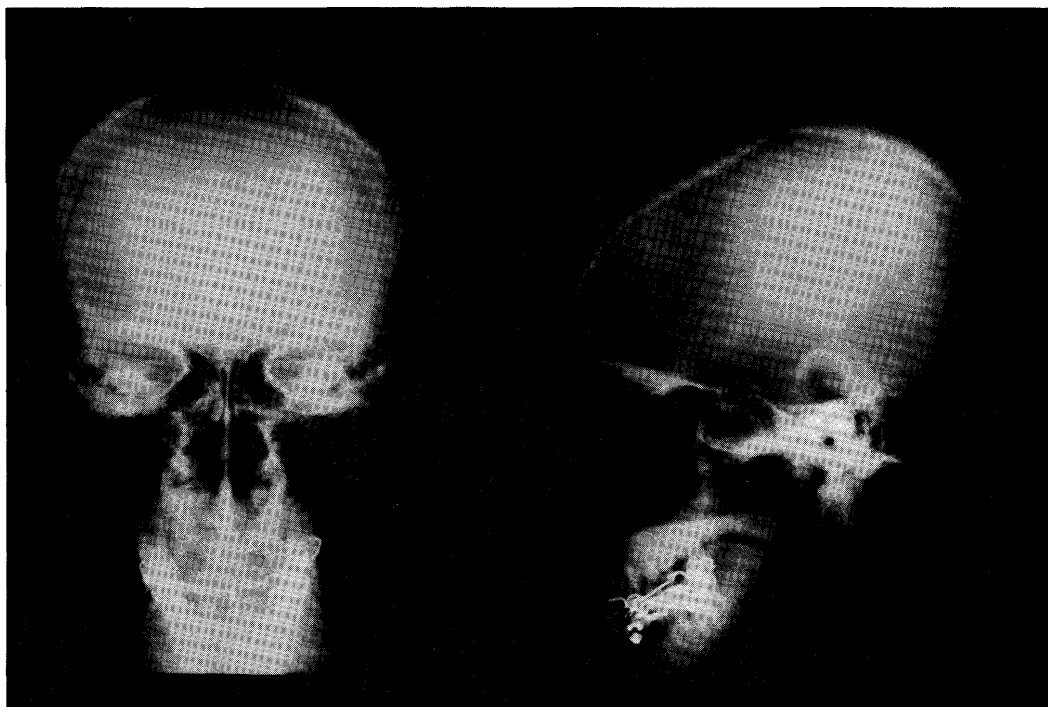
Skull radiograph demonstrates "salt and pepper skull"
